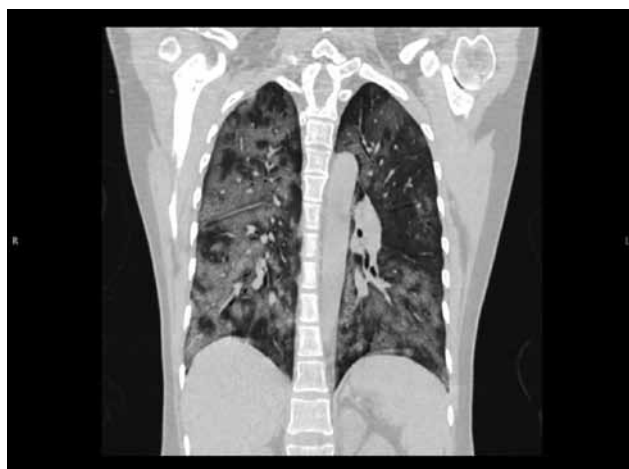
МСКТ. Двусторонние субтотальные изменения в задних отделах обоих легких
